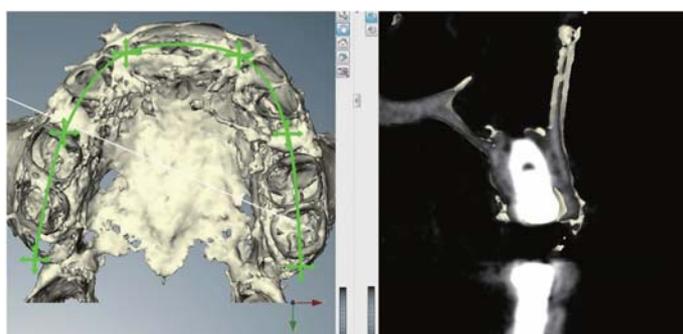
術後のCT撮影後。計画通りにインプラントが埋入されていることが確認できる。
